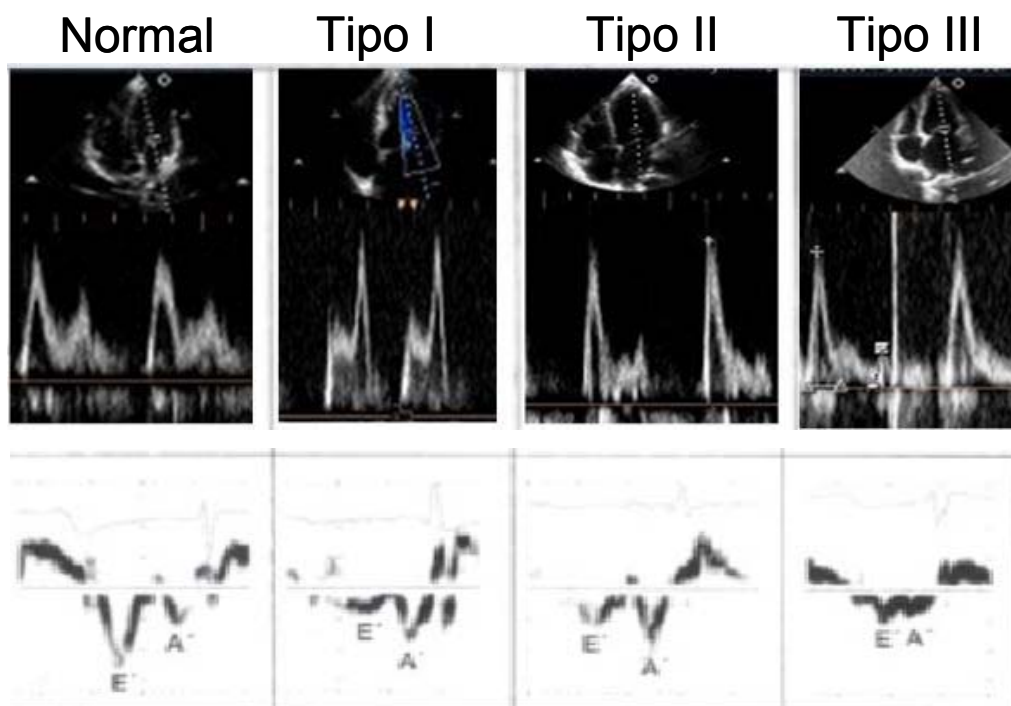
Classificação da função diastólica. Traçados ilustrativos de fluxo mitral (acima) e Doppler tecidual (abaixo) nos diversos tipos de disfunção diastólica.
